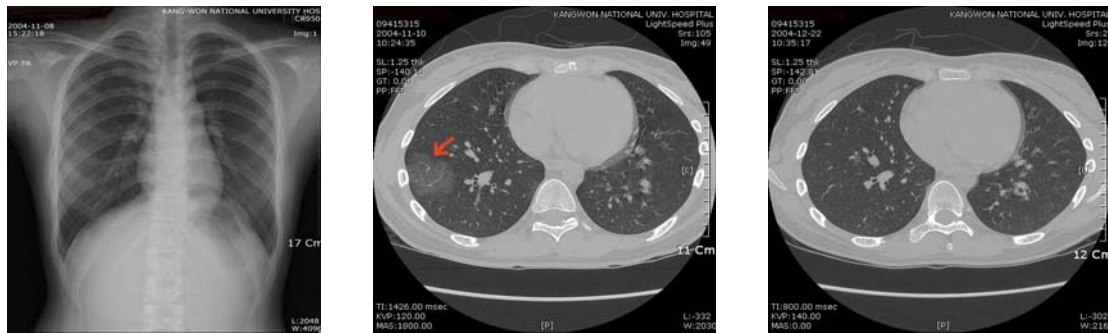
A. Preoperative chest PA shows no active lesion. B. Chest CT scan obtained during the patient's menstrual period shows GGO(ground glass opacity) at the latero-basal segment of right lower lobe. C. But the previous GGO is disappeared on the repeated CT scan during the intermenstrual period.
